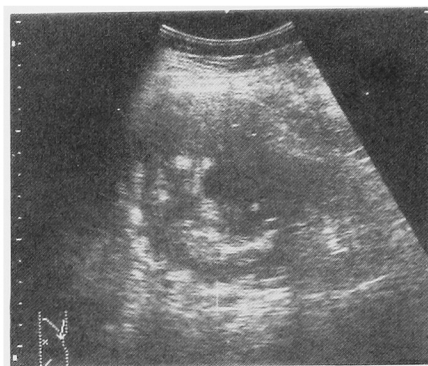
Ultrasonography of the left kidney demonstrates a hypoechoic mass.
